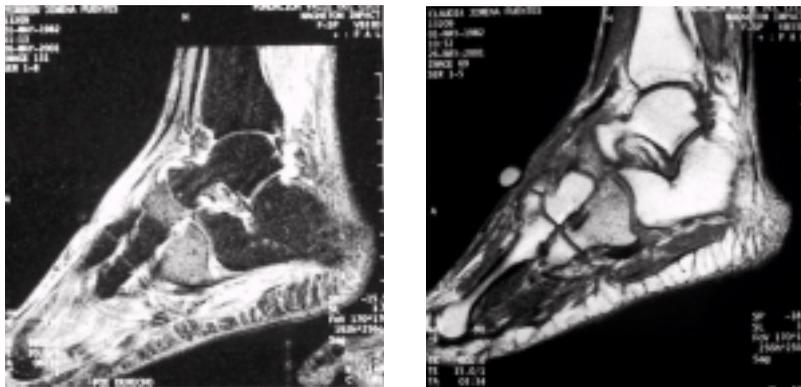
Imágenes por RMN ponderadas en T2 y T1 respectivamente, que demuestran un aumento en la intensidad de señal de los huesos del tarso.
